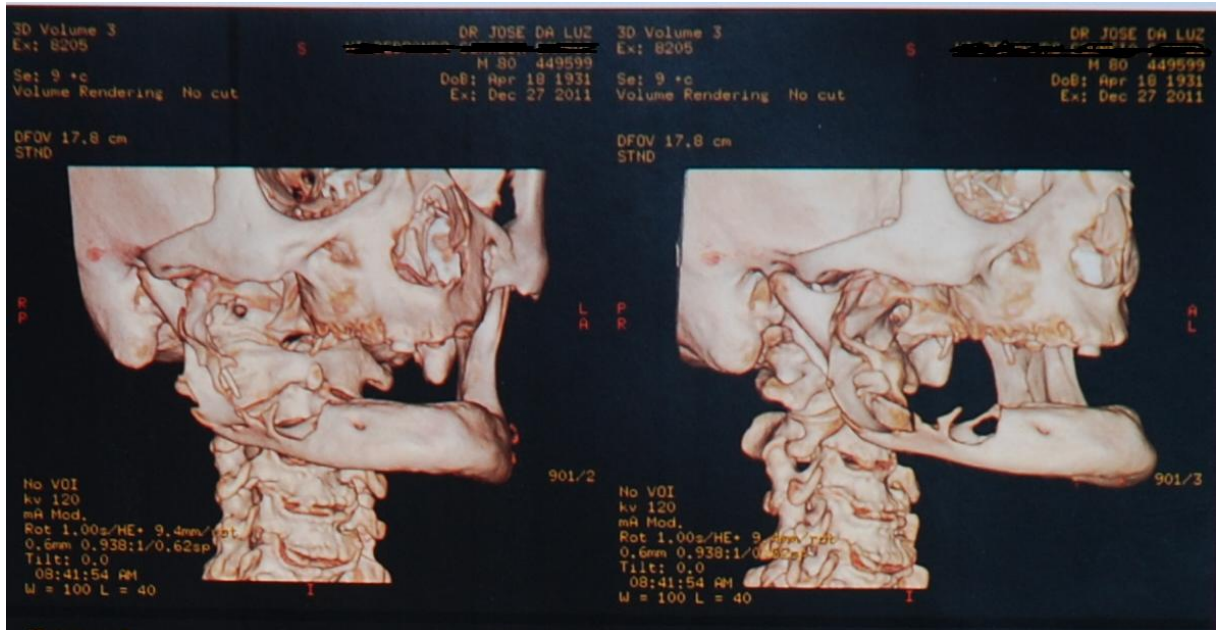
Tomografia computadorizada II.
